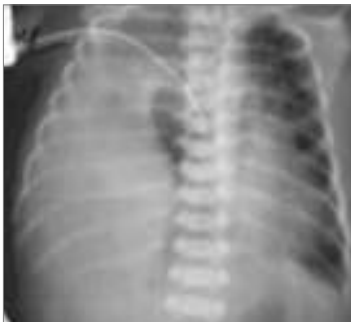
Рентгенографія органів грудної клітки після встановлення плевального дренажу
